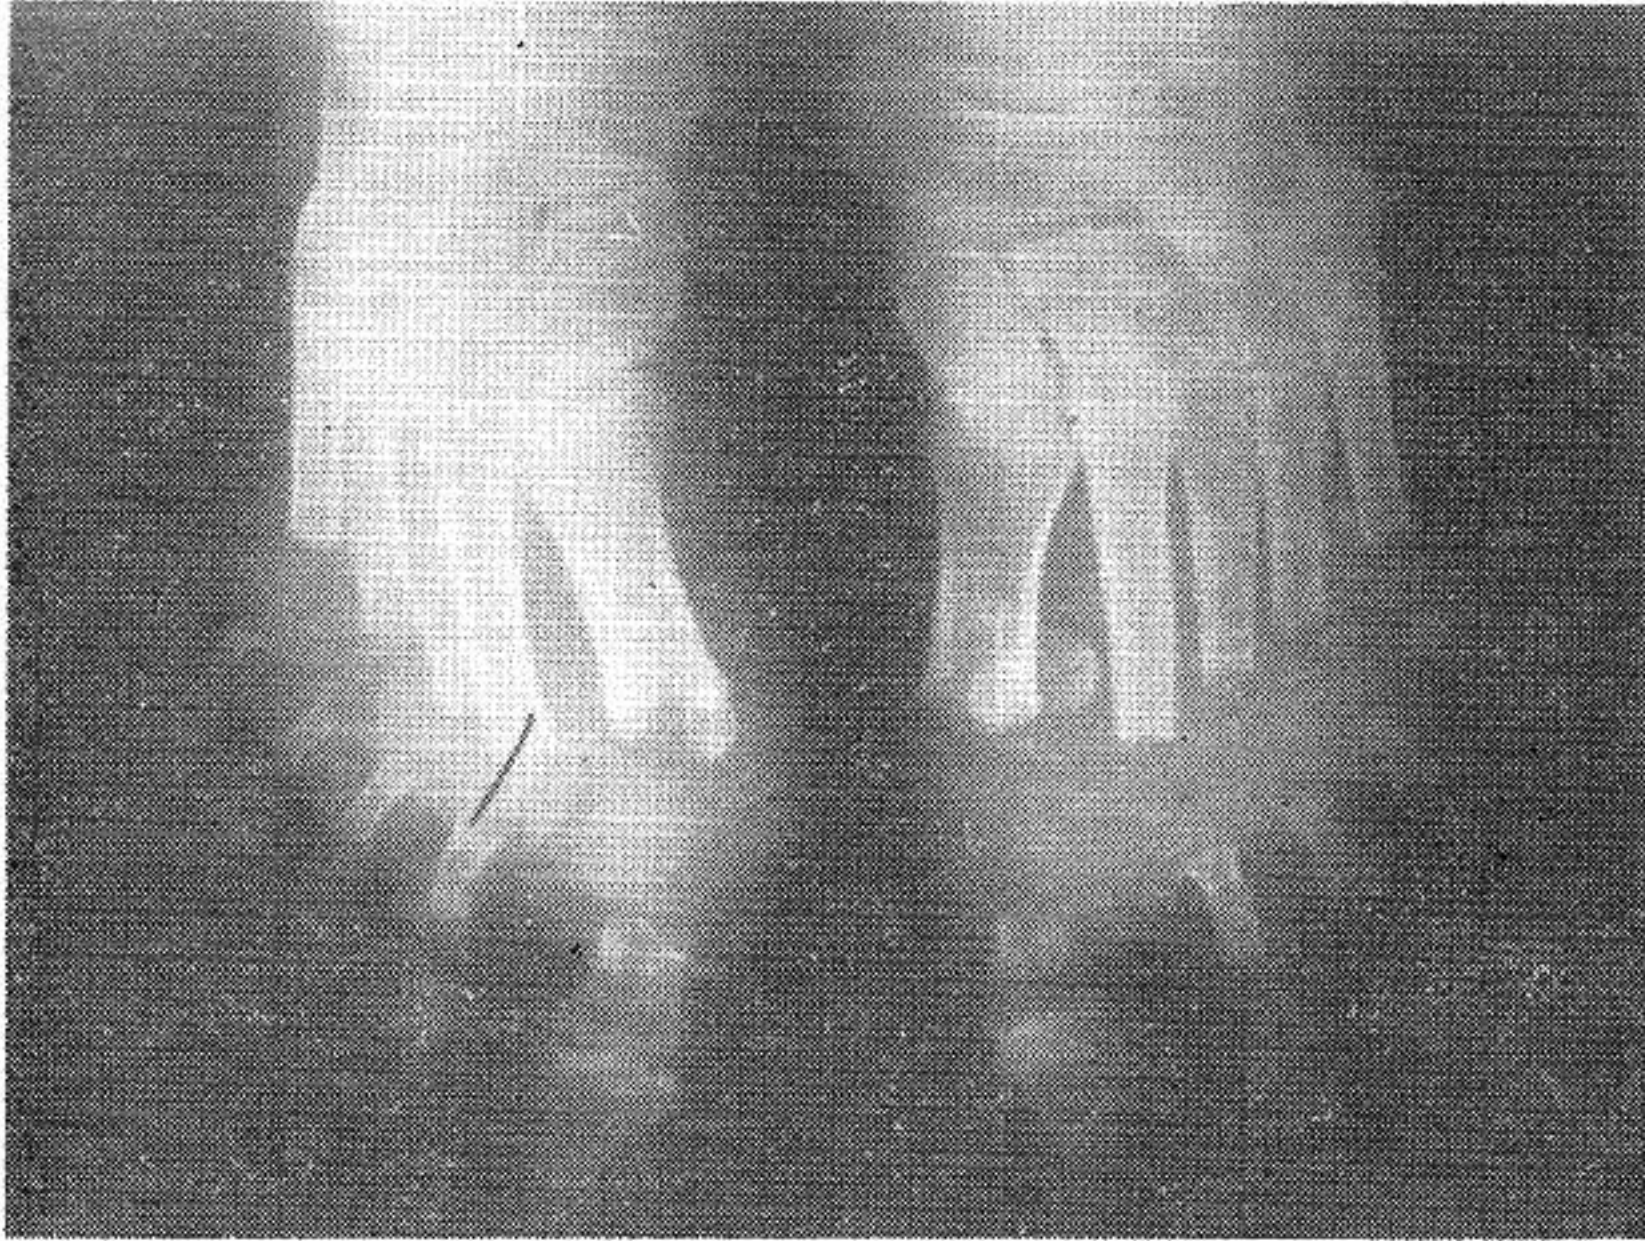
Radiografía postoperatoria para demostrar los límites de sección ósea.
